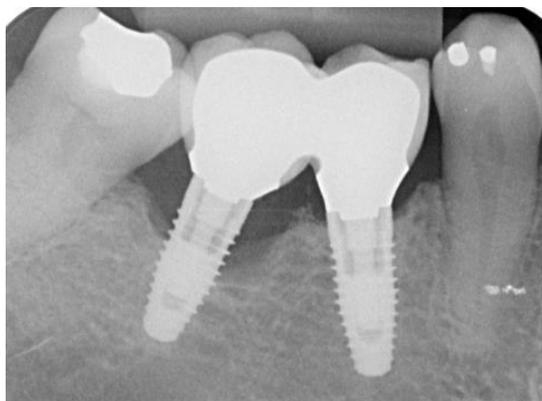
Radiografia periapical com evidente perda de suporte ósseo peri-implantar (Heitz-Mayfield, 2008).
